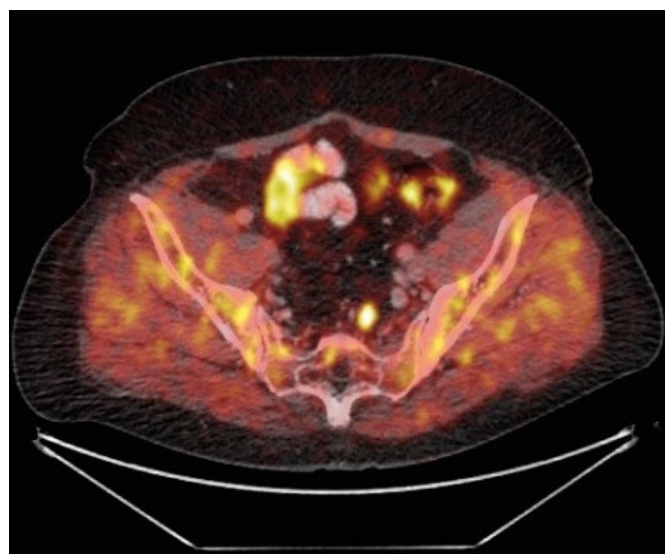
ПЭТ/КТ больного Г., 57 лет с лимфогенным прогрессированием заболевания после РПЭ от 03.2011 года.
